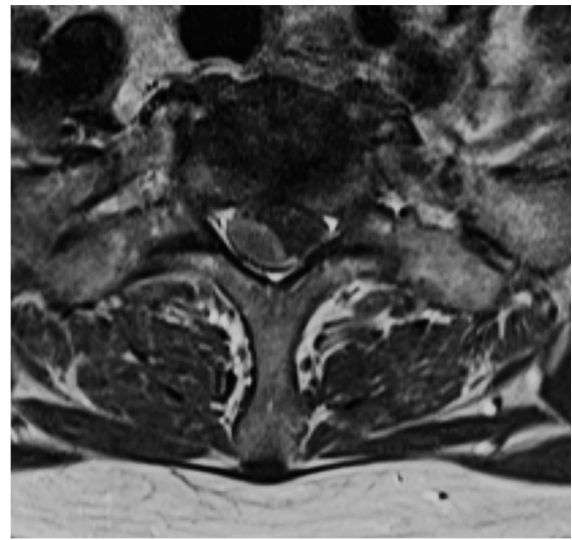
Gadolinium-enhanced magnetic resonance images show an intradural extramedullary tumor at C7-T1 level.
